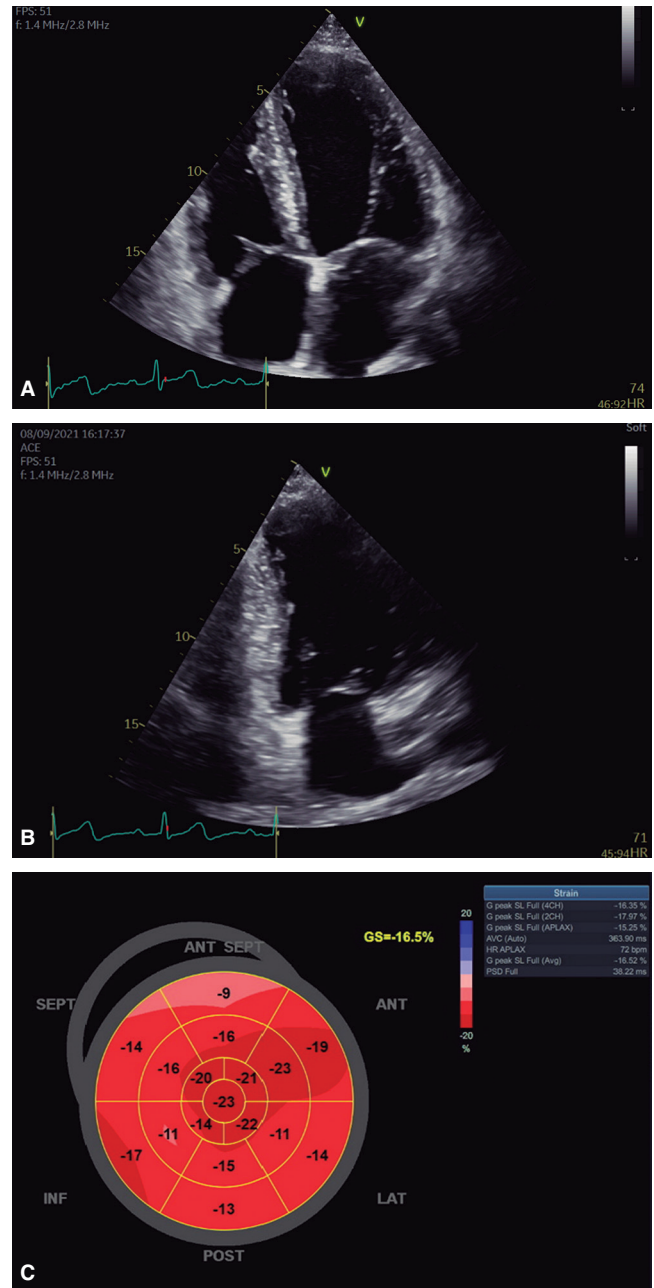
Transthoracic echocardiogram of September 2021. A) Apical 4 chambers view post-ARNI (end-diastole); B) Apical 2 chambers view post-ARNI (end-diastole); C) Strain bull's-eye post-ARNI. Signs of LV reverse remodelling – LV volumes decrease (LVED volume 178 mL), marked improvement of systolic function (LVEF increased from 35% to 58% and global longitudinal strain from -11.8% to -16.5%) and reduction of the severity degree of mitral regurgitation.
